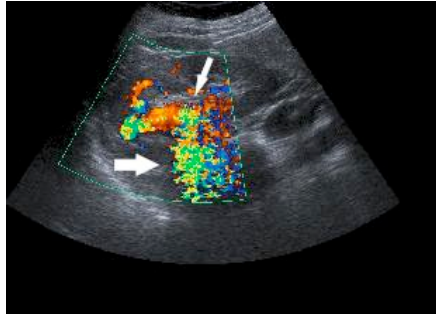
Longitudinal color Doppler image of the upper pole of the right kidney shows a blood flow-rich area (thin arrow) with posterior color spots (tissue vibration, thick arrow)
